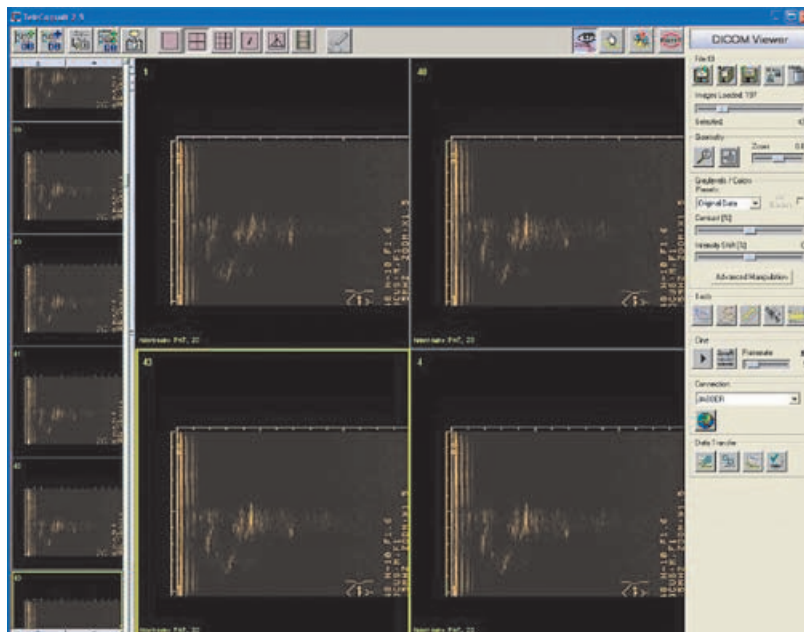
Visualizador de imágenes de ultrasonido.
